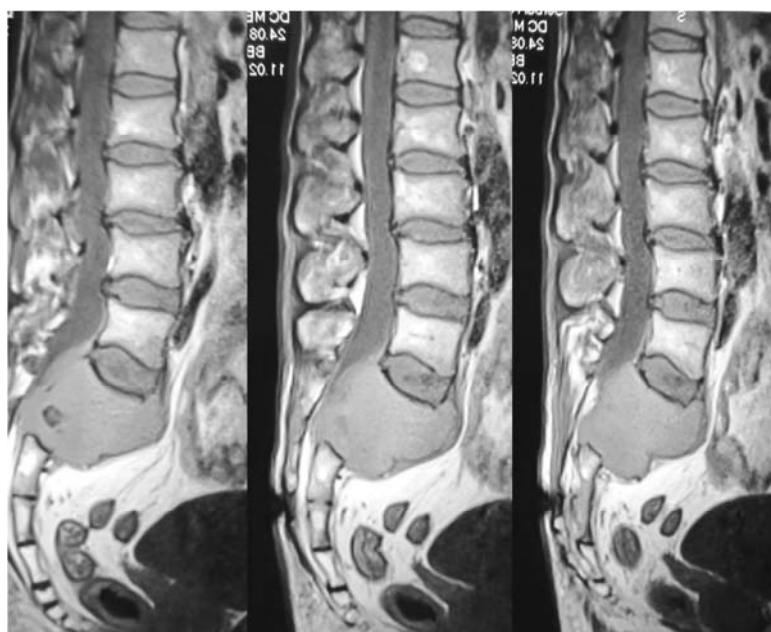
МРТ, сагітальні зрізи. Поширення пухлини в крижовий канал
